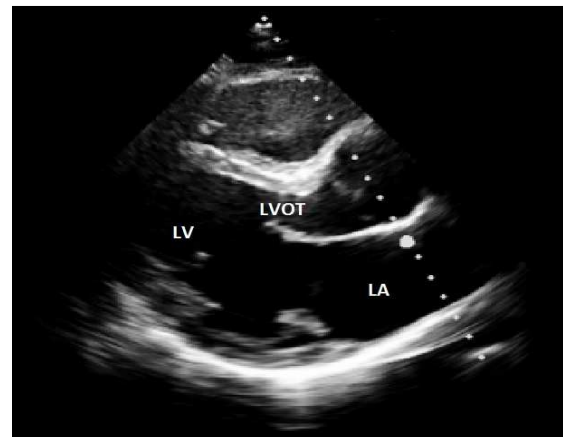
TTE, parasternale lange Achse
